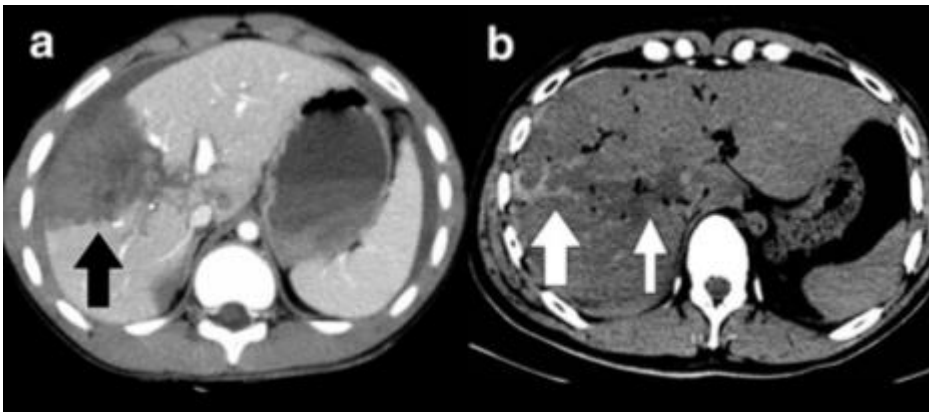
Laceración hepática en radiología premortem (a) y en post-mortem (b). (a) Después aplicación de agente de contraste es fácil ver la laceración del hígado como una zona mal perfundida bien delimitada (flecha negra). (b) En TC postmortem puede ser muy difícil de diagnosticar un desgarro de un órgano (flecha blanca) porque el contraste entre la densidad del hígado normal y el hígado hemorrágico es mínimo, sin la aplicación de medios de contraste⁷.
